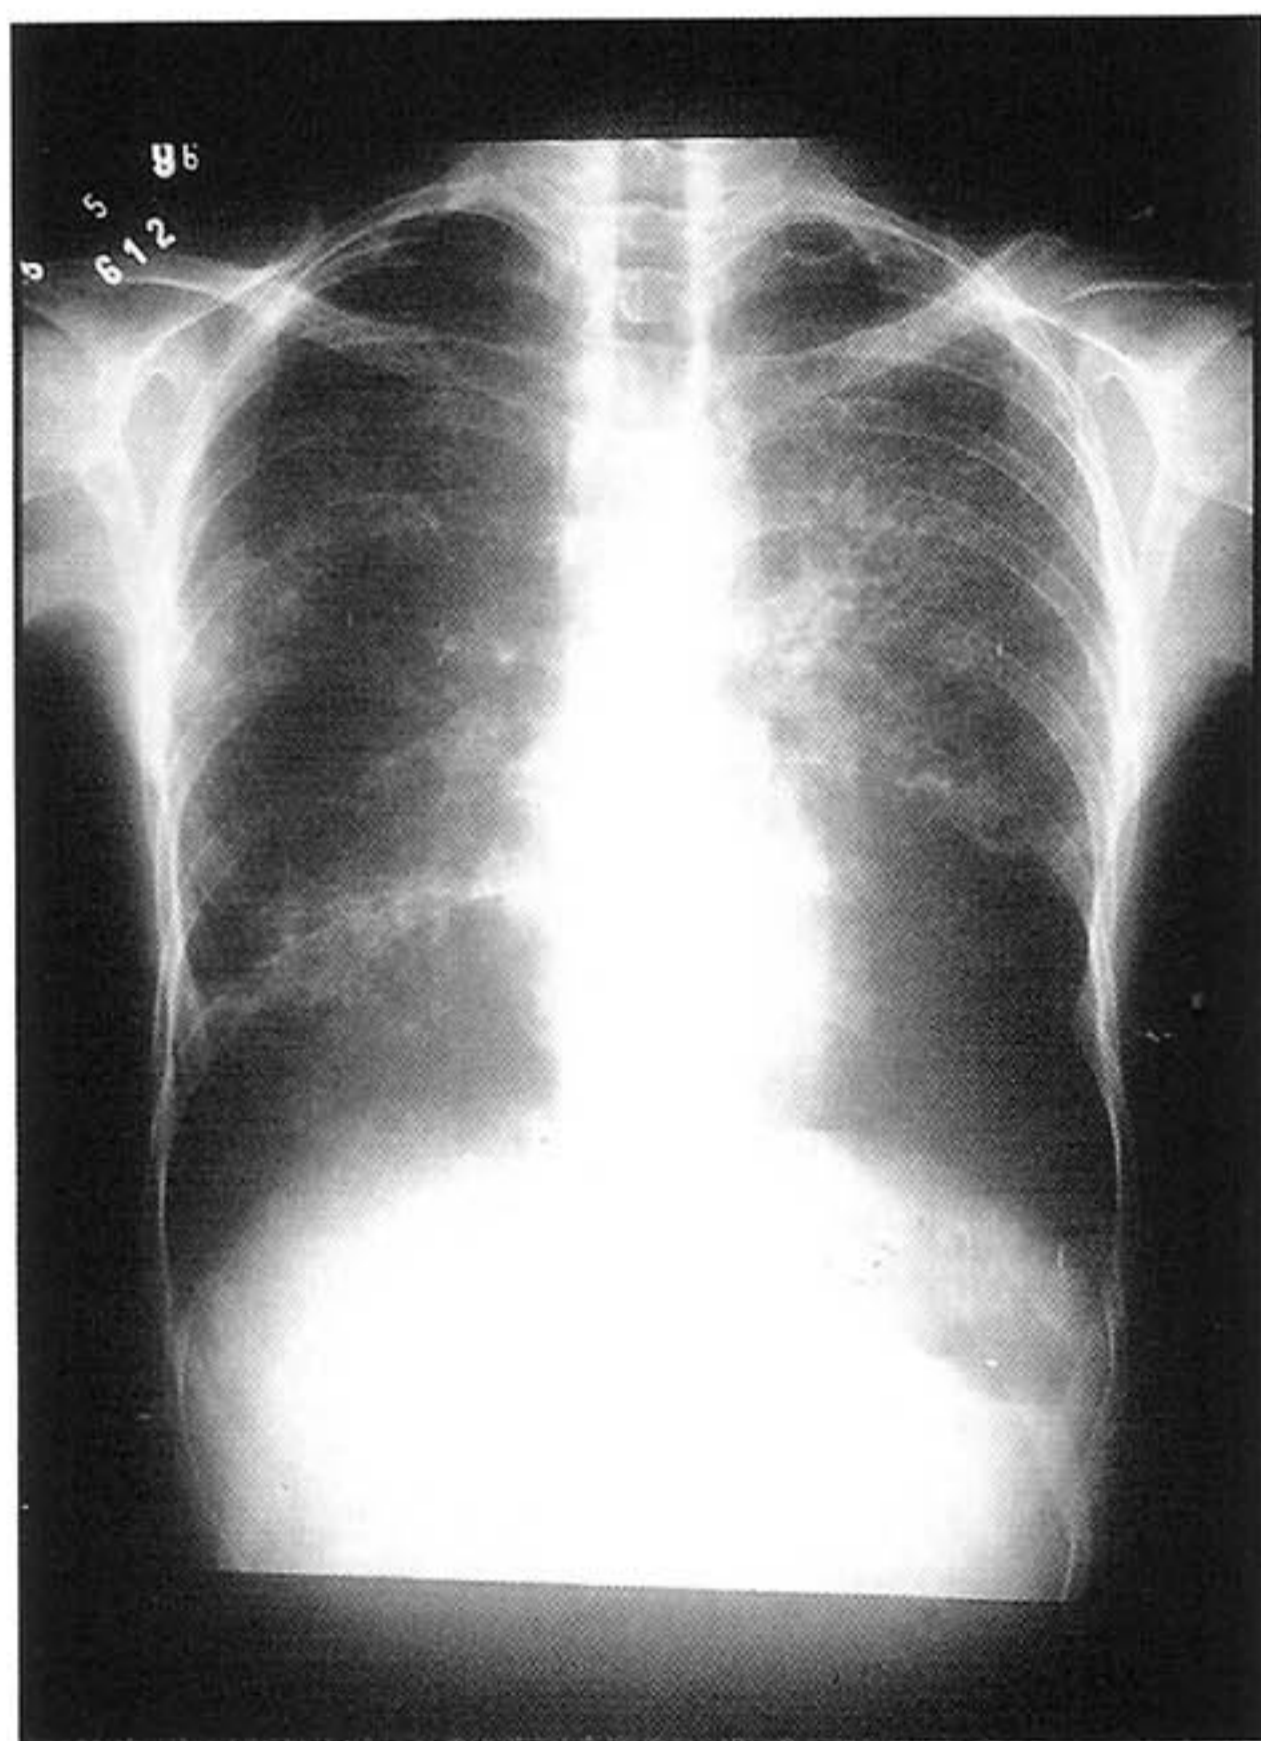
Radiografia de Tórax. Infiltrado intersticial difuso com áreas de confluência, predominando nos terços médios.
